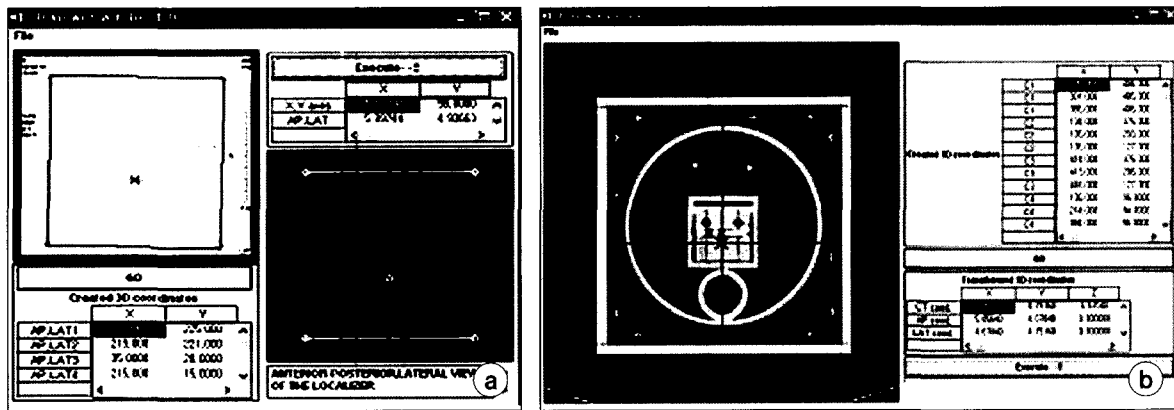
Software (a) Program for semi-orthogonal reconstruction (b) CT coordinates conversion program.
